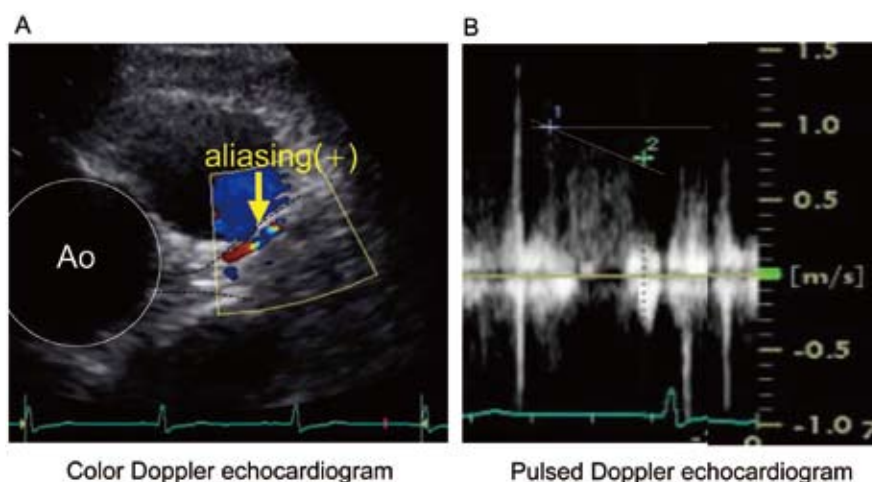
Prestenosing transthoracic Doppler echocardiogram in the short-axis view at the aortic valve level. A: Color Doppler echocardiogram showing aliasing in the proximal left anterior descending coronary artery. B: Increased peak diastolic flow velocity in the proximal left descending coronary artery measured by using pulsed Doppler echocardiography.
